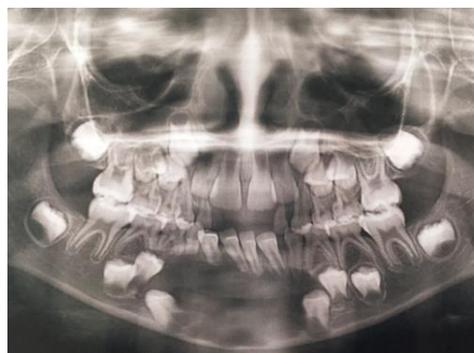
Radiografia panorâmica exibindo uma área
